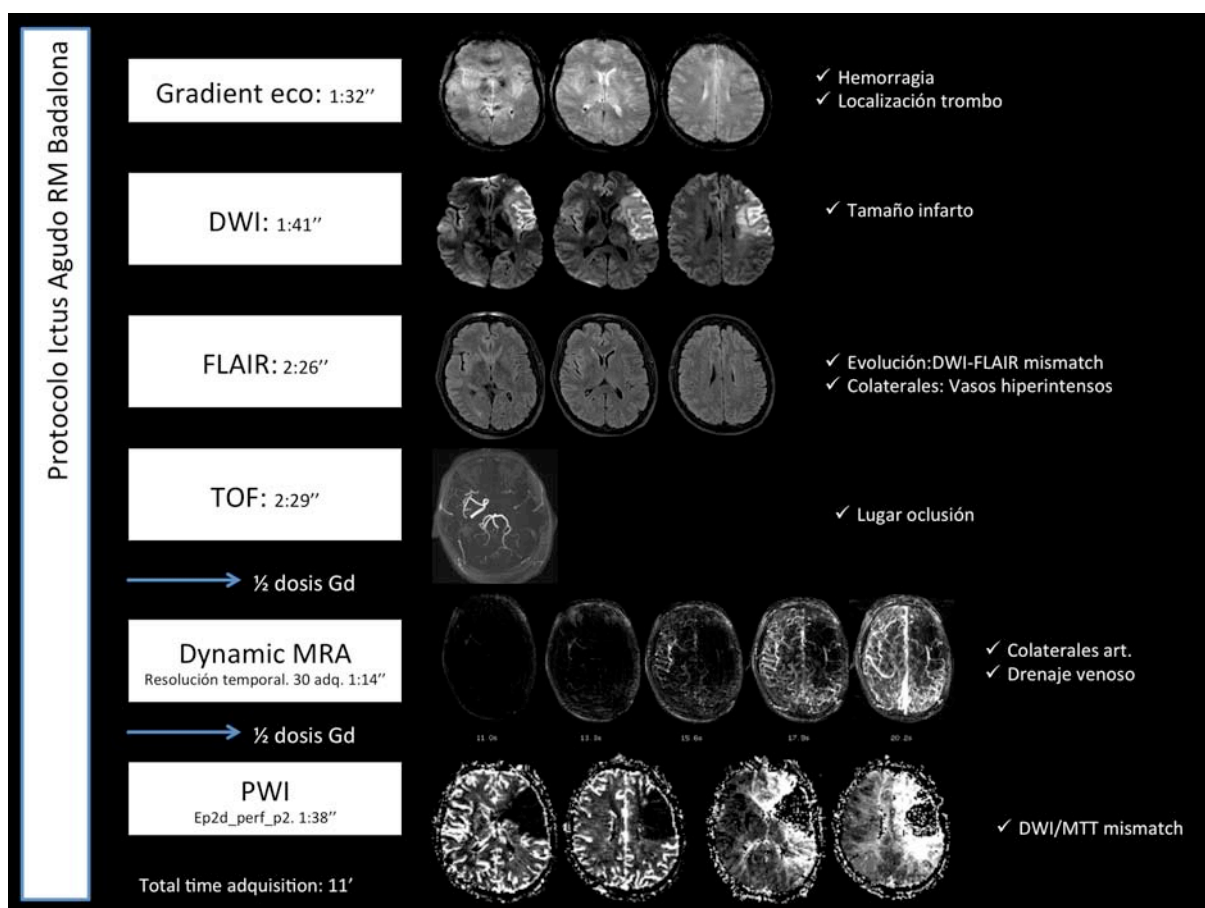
Protocolo de RM en pacientes afectados de ictus agudo.
